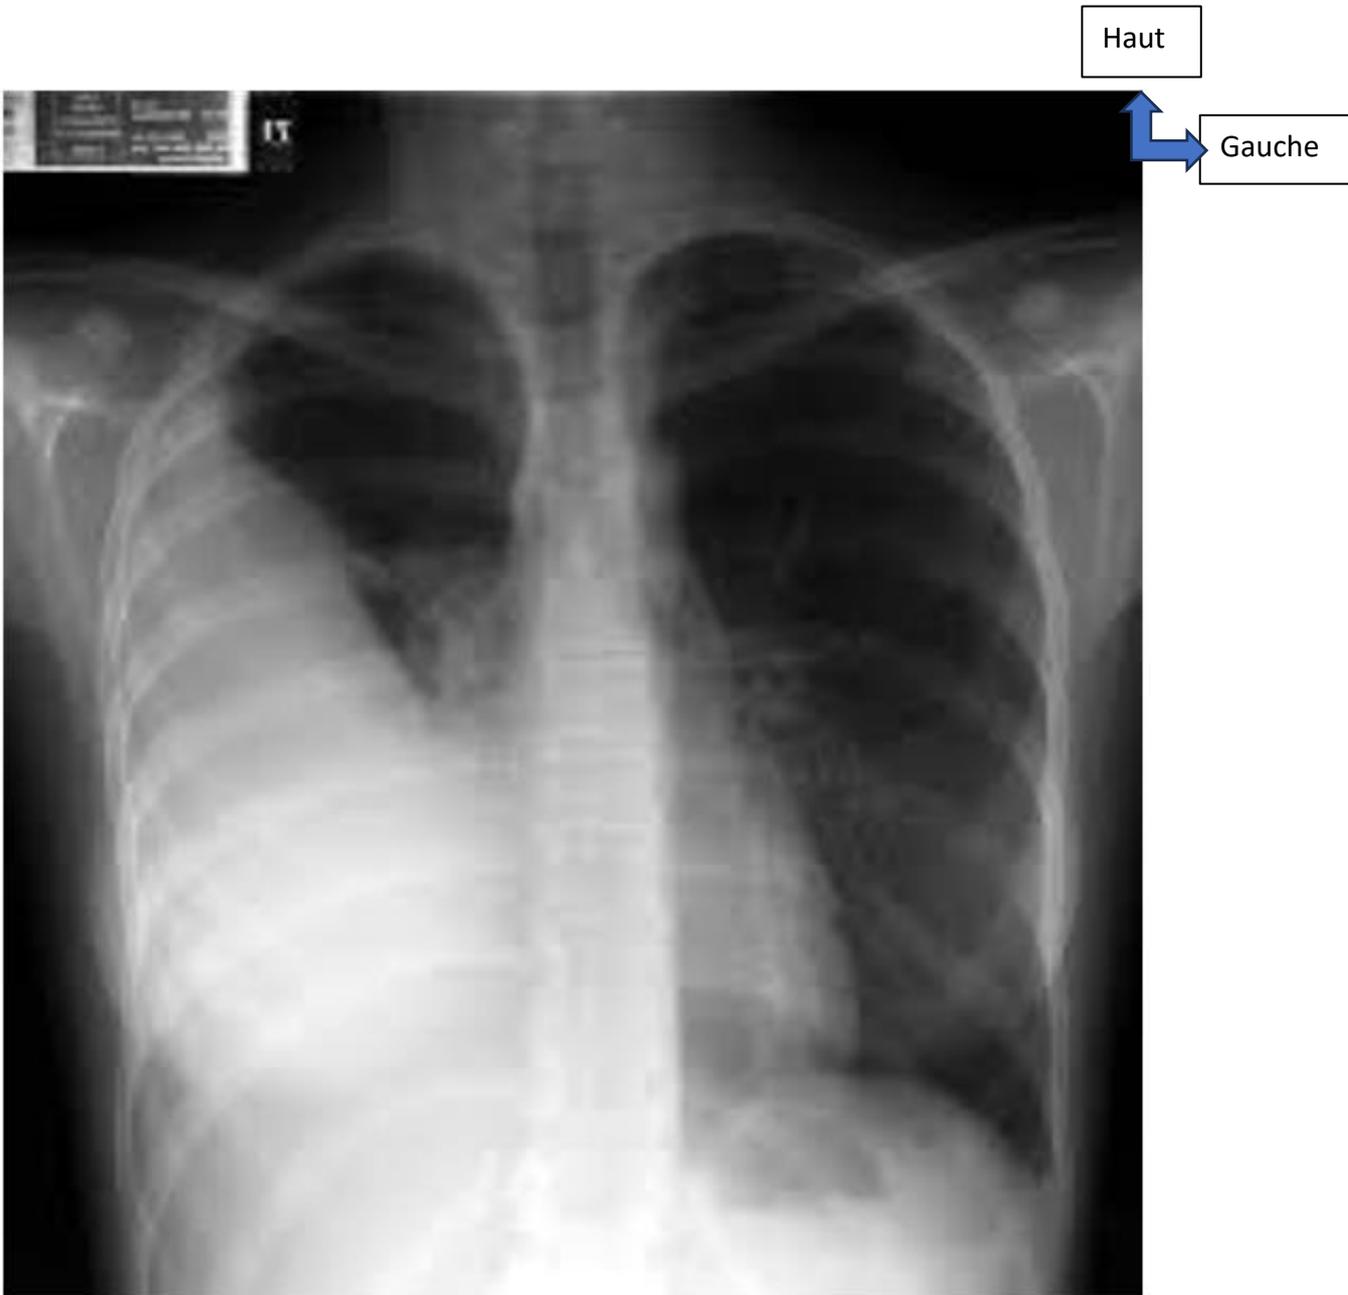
Aspect radiographique d'une pleurésie droite de moyenne abondance [64].
